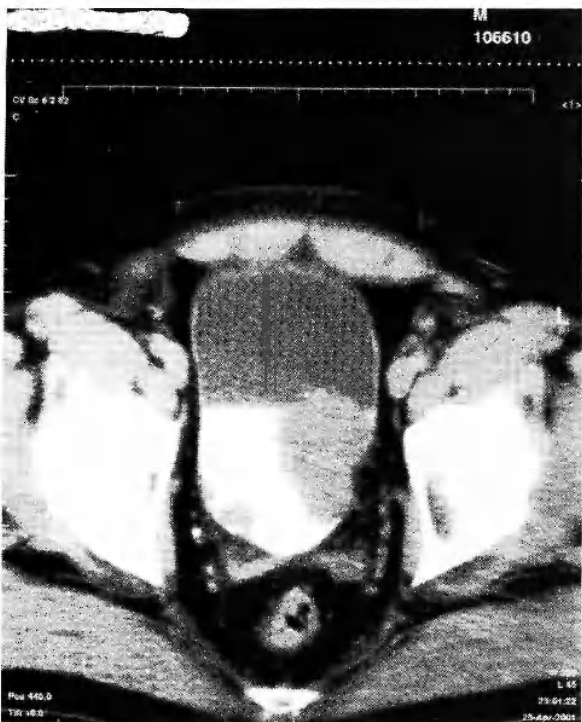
Tomografía Axial Computarizada –T.A.C.– de pelvis (corte axial). Se observan imágenes hipodensas, de falta de relleno, contraste en vejiga. Las mismas se ubican en cara lateral derecha (dos) y una más grande en cara lateral izquierda vesical. Nótese cómo esta última produce rarefacción de tejido perivesical por posible compromiso graso (tumor infiltrante).
